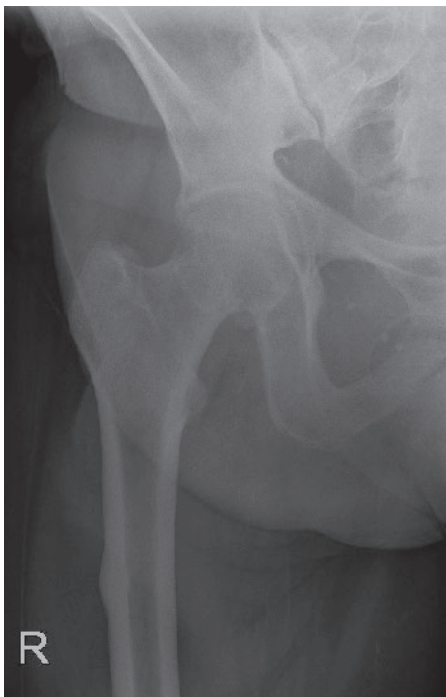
Röntgenaufnahme des Beckens in anterior-posteriorem Strahlengang fünf Monate vor Eintritt. Rechte Hälfte der Beckenübersicht mit Kortikalisverdickung lateral in der proximalen Femurdiaphyse rechts.
